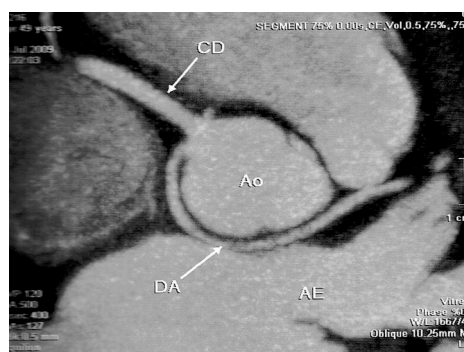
Tomografia Computadorizada Mostrando a Artéria Coronária Esquerda (DA) Surgindo a Partir do Óstio Coronário Único no Seio de Valsalva Oposto, à Direita.
